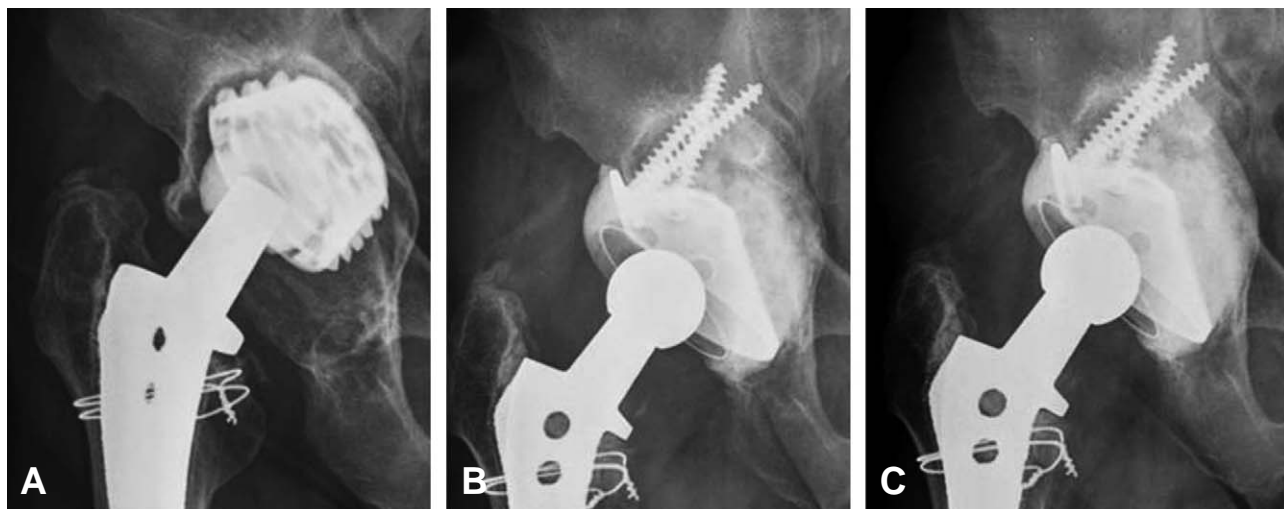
(A) 60-years-old female. She had total hip arthroplasty at 15 years ago. (B) The acetabular revision was done with Müller ring and mixed bone graft. (C) Stable cage fixation with successful bony incorporation was seen on the radiograph at 6 years after the surgery.
